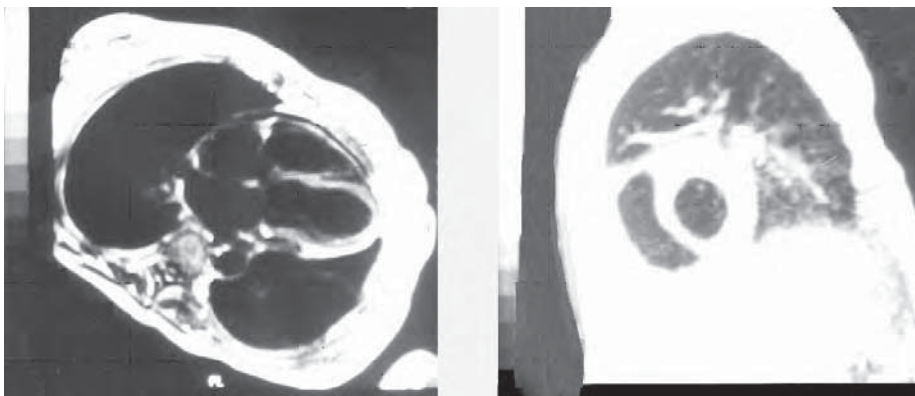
/16. Pericarditis constrictiva visualizada con resonancia magnética por imágenes. Obsérvese el casquete pericárdico en ambas vistas, donde se puede evaluar con precisión el engrosamiento y la calcificación del pericardio.
